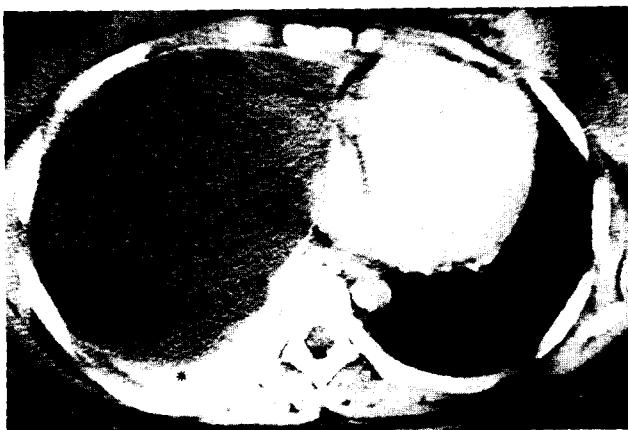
Preoperative chest CT showing large cystic mass that looks like pleural effusion and collapse of the right lung (*).
